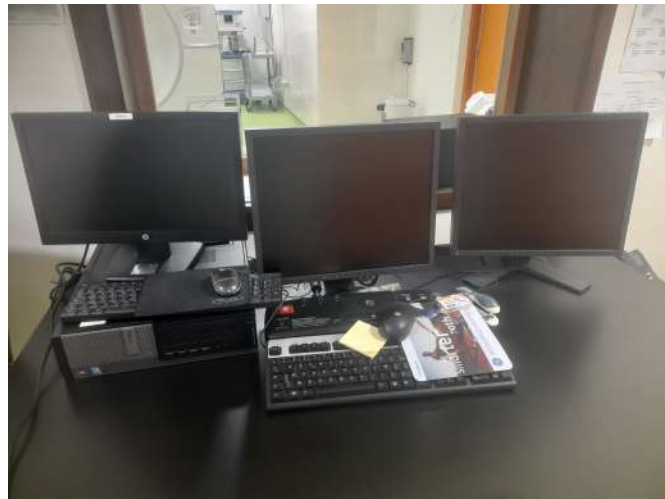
La console de commande du PET-CT
